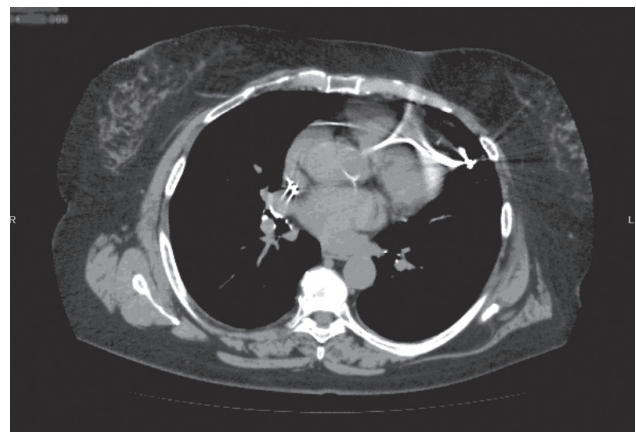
Компьютерная томограмма. Эндокардиальный электрод выходит за пределы правого желудочка.
